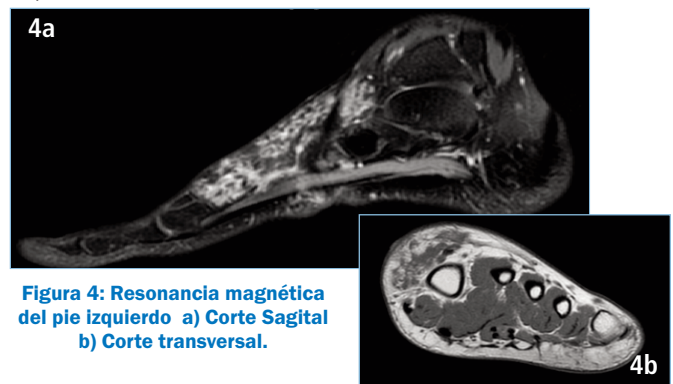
Resonancia magnética del pie izquierdo a) Corte Sagital b) Corte transversal.
